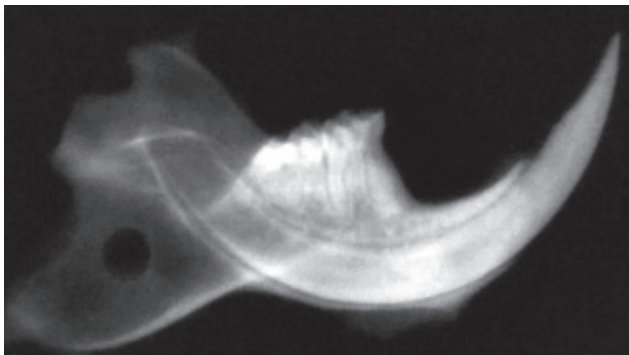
Рентгенологічний знімок нижньої щелепи щура зліва. Контрольна група, 7 доба експерименту.
